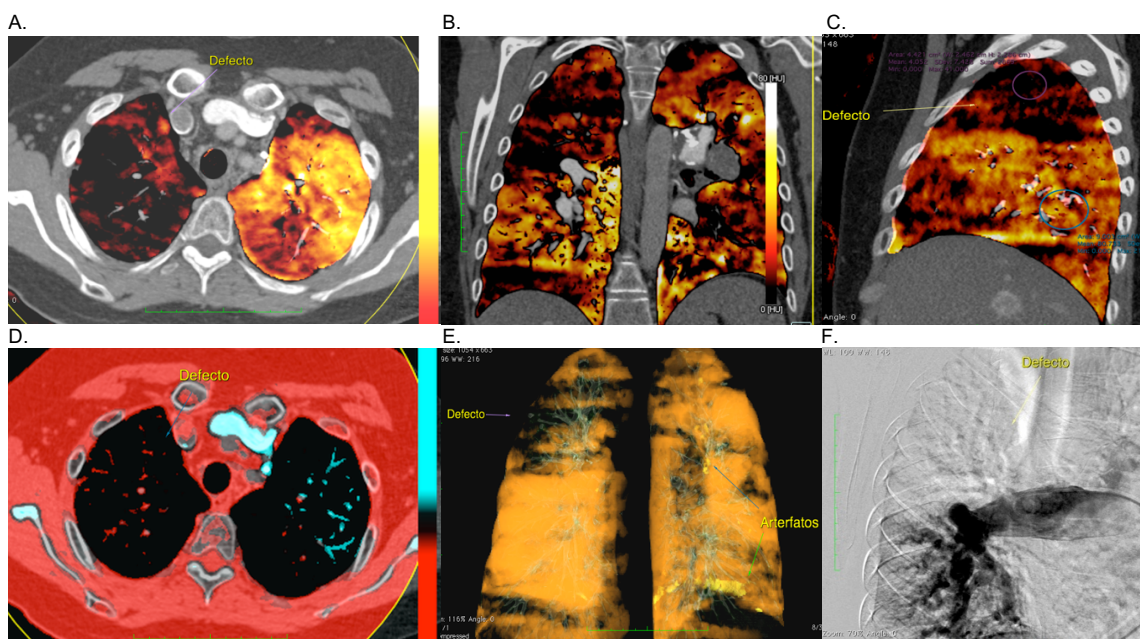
Sujeto de 39 años con diagnóstico de Síndrome de Klinefelter. (A, B y C) Imágenes de fusión de la tomografía con los mapas de yodo en eje axial, coronal y sagital del pulmón derecho respectivamente que presentan deficiencia cualitativa y cuantitativa de la perfusión pulmonar en el lóbulo superior derecho, que se corrobora en el mapa de yodo de caracterización vascular (D) y en la imagen de reconstrucción volumétrica (E). Angiografía por CD que muestra obstrucción total de la rama lobar superior derecha (F).
